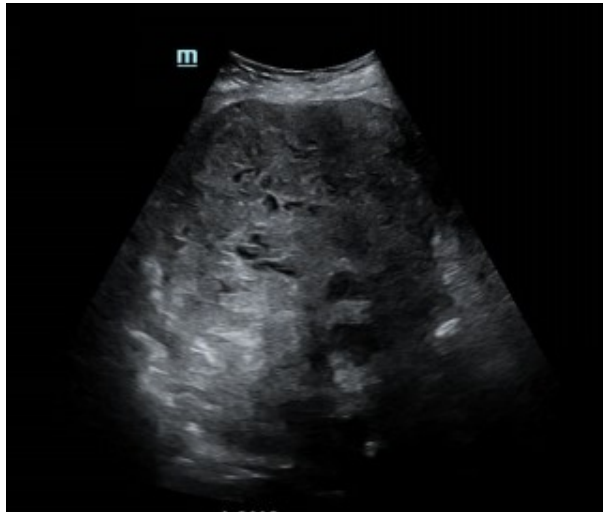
Imágenes de ultrasonido abdominal. A nivel de epigastrio se evidencia masa de gran tamaño, heterogénea, de predominio hipoecogénico con áreas anecogénicas, las cuales sugieren degeneración quística por hemorragia o necrosis.
